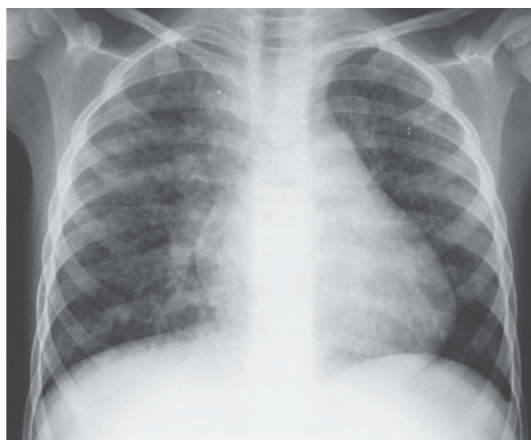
Radiografía de tórax con evidencia de infiltrados intersticiales bilaterales y silueta cardíaca aumentada de tamaño.
